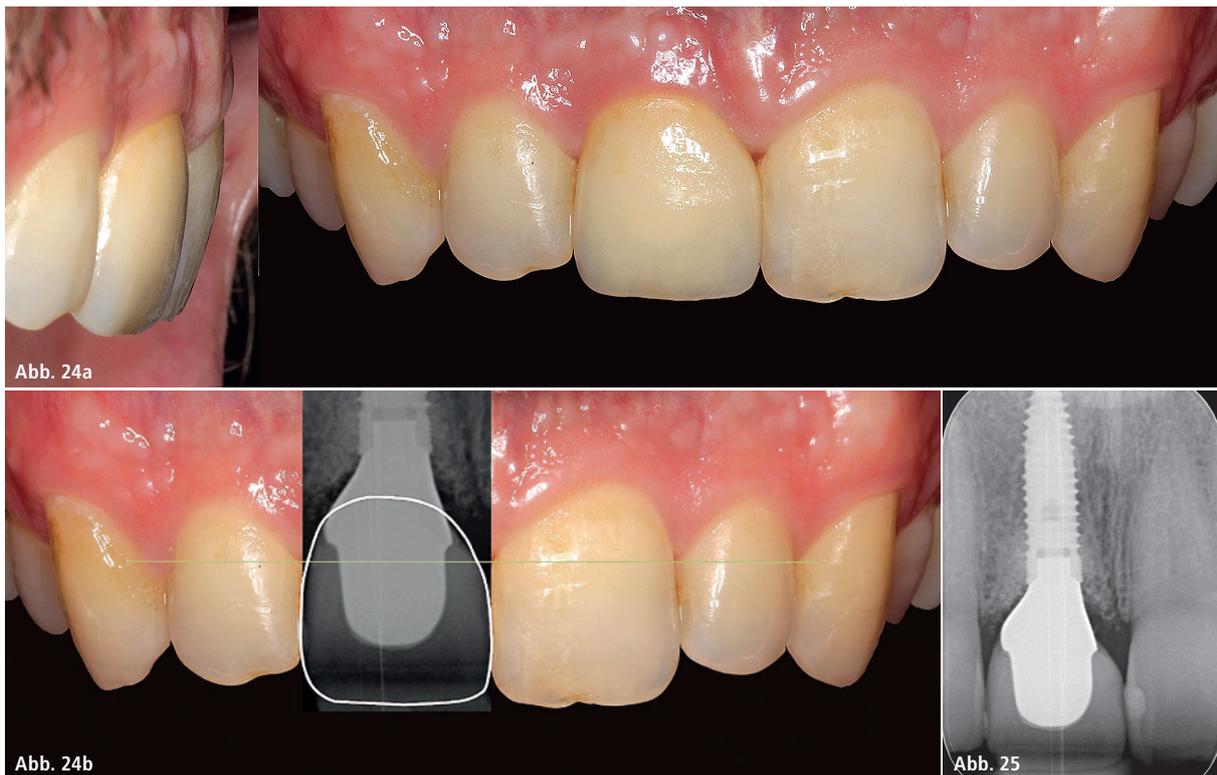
Abschlussbefund nach Einsetzen der Keramikrestauration. – Abb. 24b: Darstellung der erfolgreichen dreidimensionalen Positionierung des Implantats mittels Überprojektion des Röntgenbefunds nach Einsetzen der Restauration. – Abb. 25: Röntgenkontrolle ein Jahr post OP.
